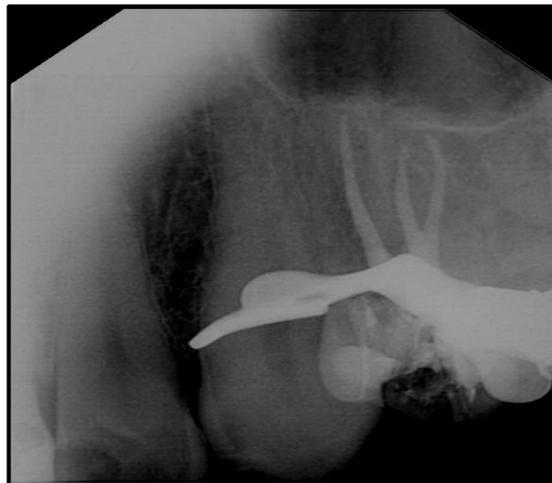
Radiografia da prova de obturação
